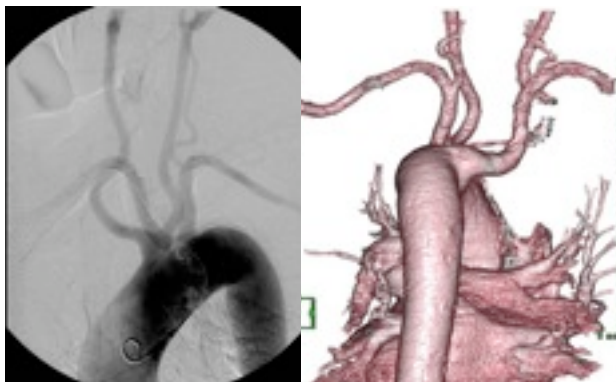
Angiogram obtained via right transbrachial approach (left) showed aberrant artery distal to the left subclavian artery and bicarotid trunk. 3D-CT angiogram from posterior view (right) showed aberrant right subclavian artery originating from descending aorta associated with Kommerell diverticulum.
